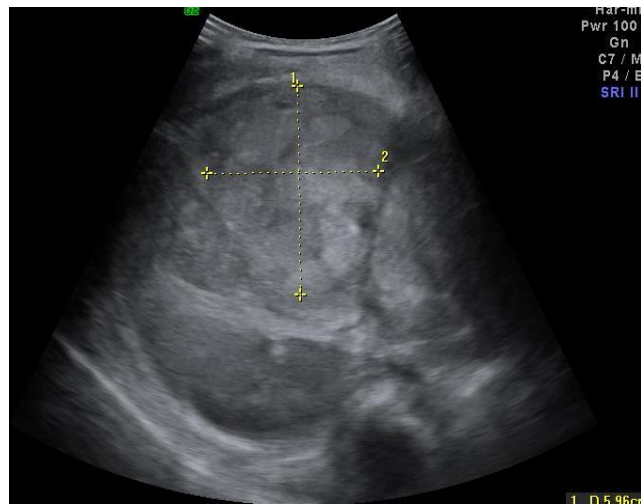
USG en paciente con hepatoblastoma, donde se puede encontrar una masa heterogénea con calificaciones¹³.
